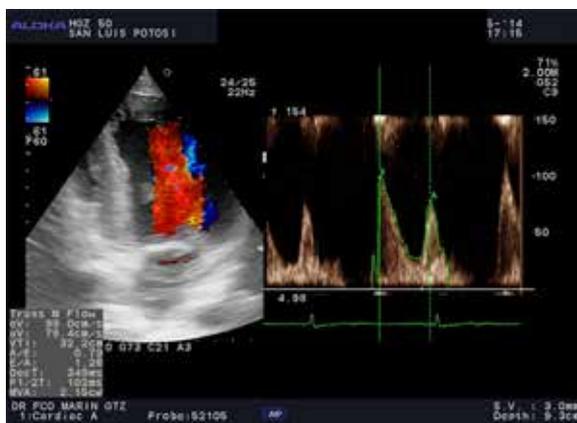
ECO Fabry 2. Doppler transmitral con alteraciones de la función diastólica pseudonormalización.
